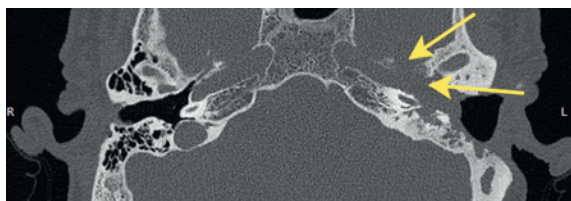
(В). КТ левой височной кости в аксиальной проекции
